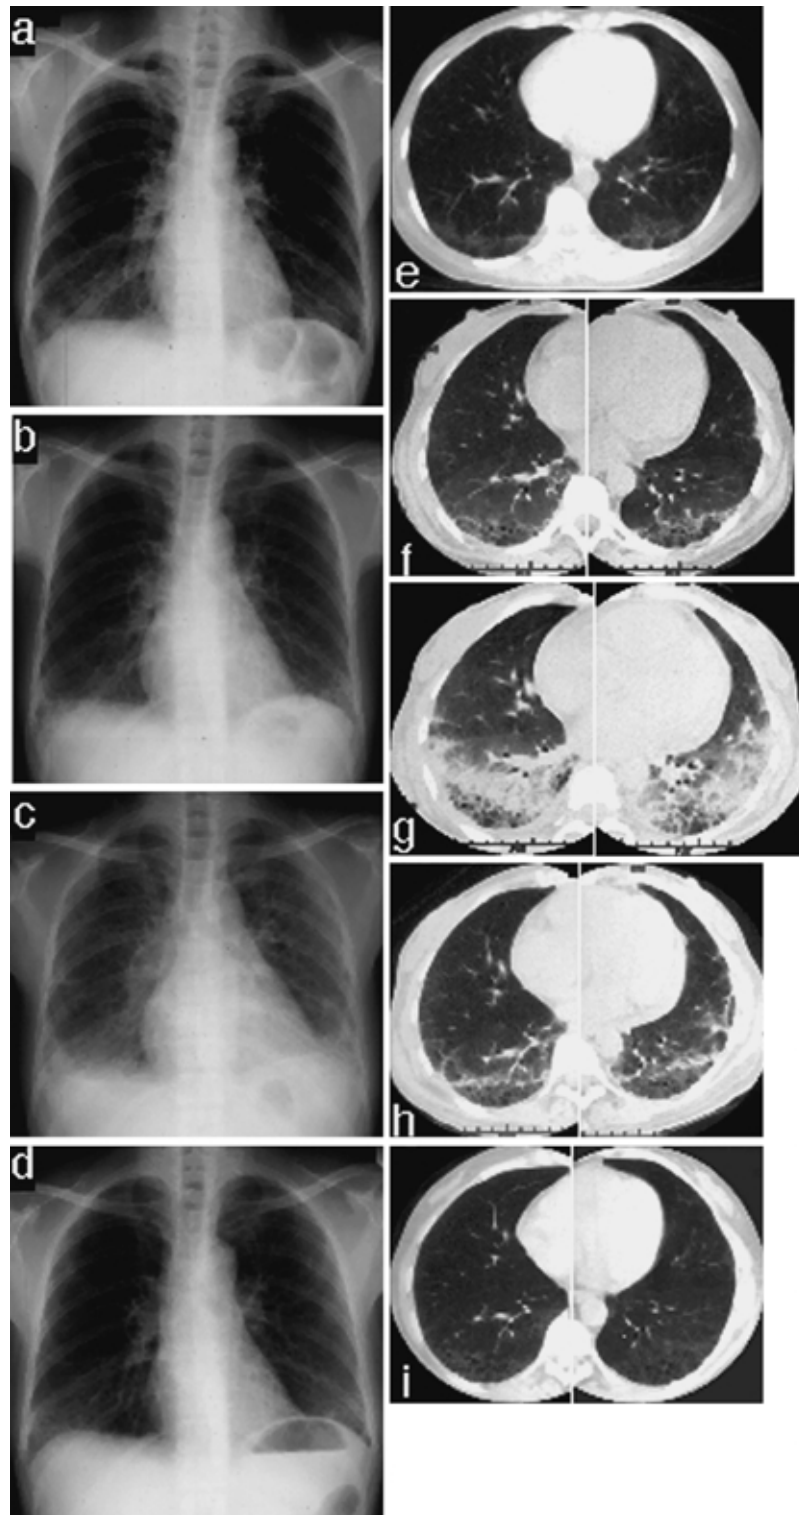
Chest radiographs ( a-d ) and CT ( e-i ) Radiographs taken ( a ) in December 1998 and ( b ) on admission, demonstrating reticulonodular shadows in both lower lung fields. On the 13th hospital day ( c ) diffuse infiltrative shadows in both lung fields were also observed, but ( d ) disappeared 3 months after admission following treatment with corticosteroids and cyclosporine. ( e ) Chest CT in December 1998 showed thickening of the interlobular septa and fine reticular shadows in both lower lobes. On the 8 th hospital day ( f ) apparent thickening of the bronchovascular bundles, reticular shadows, ground-glass opacity and honeycombing were all clearly present bilaterally. ( g ) On the 14th hospital day , ( the day after ( c ) ) a newly developed consolidation with an air bronchogram was observed in both lungs, located adjacent to exaggerated reticular shadows ; and the rest of lung field was filled with ground-glass opacity. Following treatment, consolidation and ground-glass opacity have been resolved ( h , on the 21st hospital day ) partially and ( i , 3 months after admission ) completely, and the reticular shadows improved greatly, but honeycombing was still observed.
